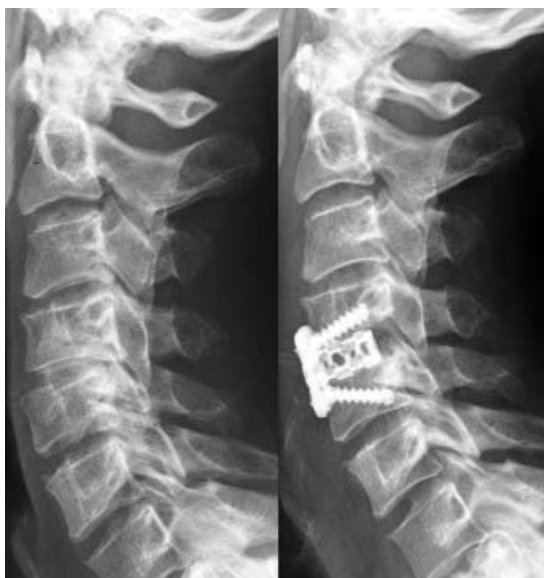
Laterale Röntgenaufnahme der HWS vor (links) und nach (rechts) ventraler Operation: Deutlicher als im MRT zeigt sich die Retrolisthese in Höhe von HWK 4/5 mit dorsalem Spondylophyten. Nach interkorporaler Spondylose mit Titrantkörnchen (Cage) und Plattenosteosynthese ist die Retrolisthese korrigiert und der Spondylophyt reseziert. MRT, Magnetresonanztomografie; HWS, Halswirbelsäule
